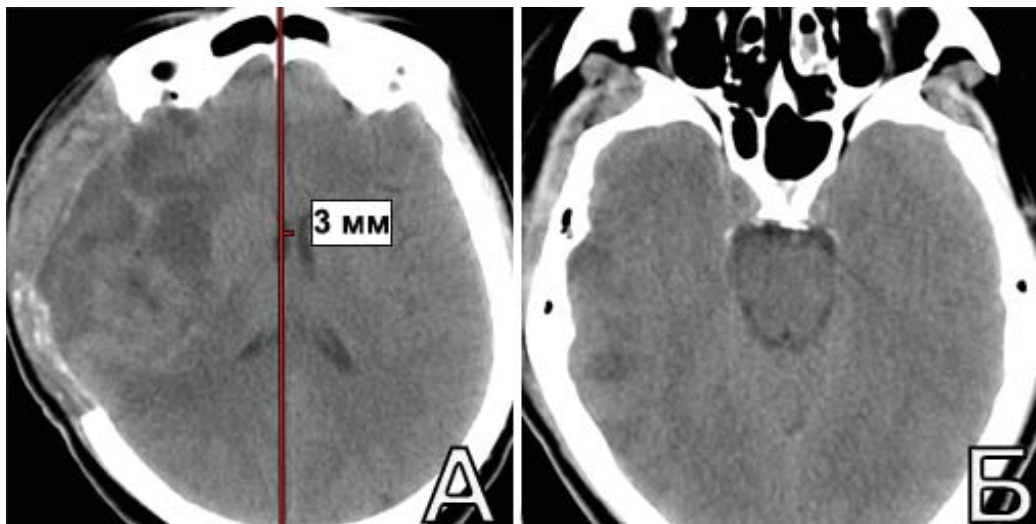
Пациентка А-ва, 52 лет. КТ головы на 3-е сутки после ДТЧ. А. Несмотря на выраженные ишемические изменения в правом полушарии, отмечается уменьшение ЛД до 3 мм; Б. хорошо различимы контуры охватывающей цистерны
